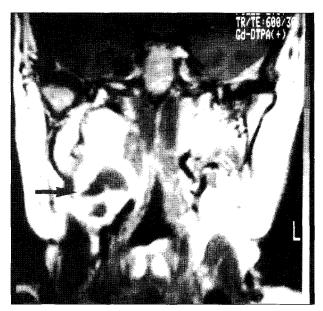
Brain MRI shows inhomogeneous enhanced mass at right parapharyngeal space and central necrosis(white arrow) at suprahyoid level in Gd-DTPA enhanced coronal T1-weighted image.
